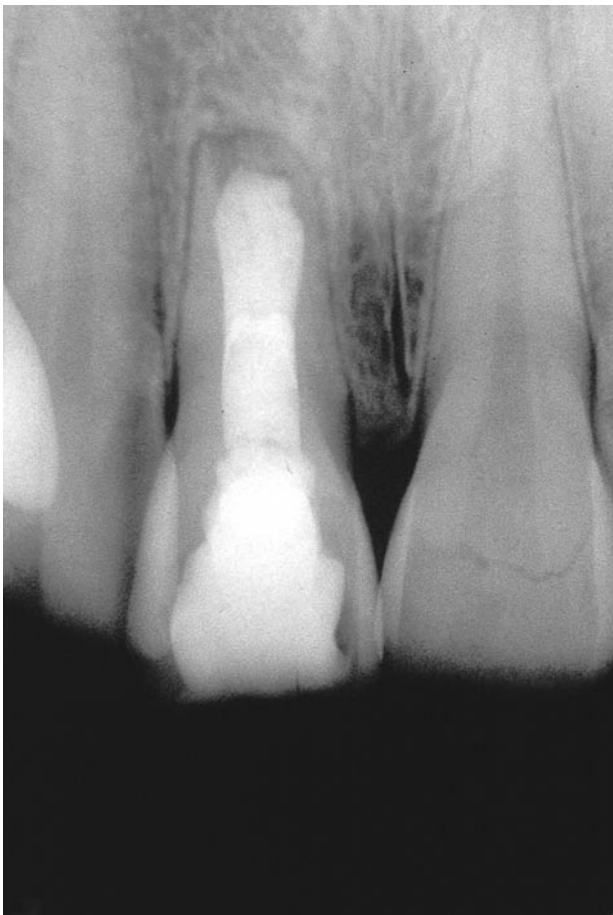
Radiografía periapical de tratamiento ortógrado con ProRoot-MTA formando barrera apical y obturación con gutapercha.
